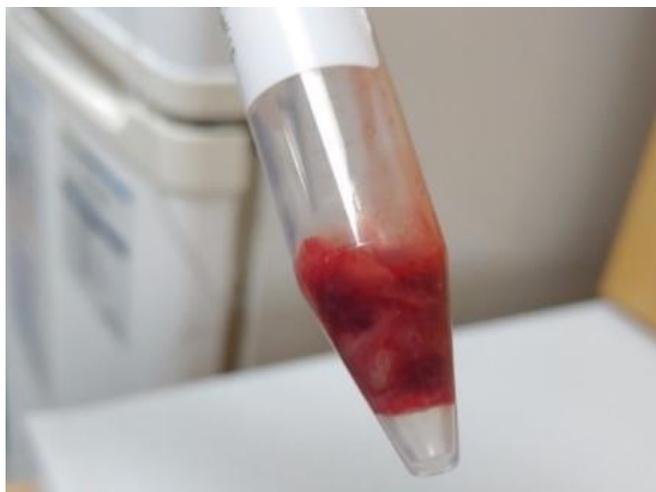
Abscess culture of breast abscess obtained by sonographic guided needle aspiration.
